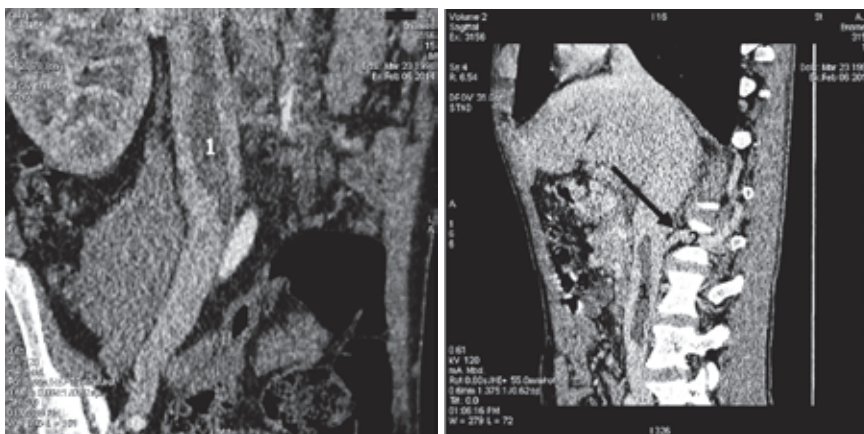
МСКТ пациента С., 1998 г. р. Флотирующий тромб НПВ (1 – флотирующий тромб НПВ, 2 – почечная вена)
